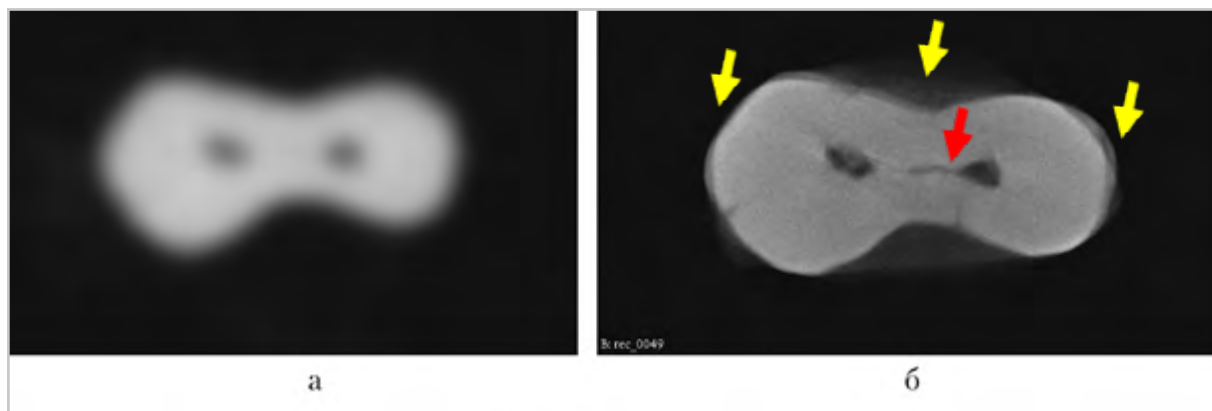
Томограммы удаленного зуба 3.6 в аксиальной плоскости на уровне средней трети одного из корней: *а* — КЛКТ, дополнительные каналы не определяются; *б* — микроКЛКТ, артефакт — удвоение очертаний корня зуба (*желтые стрелки*), хорошо видна часть горизонтально направленного дополнительного канала (*красная стрелка*)
